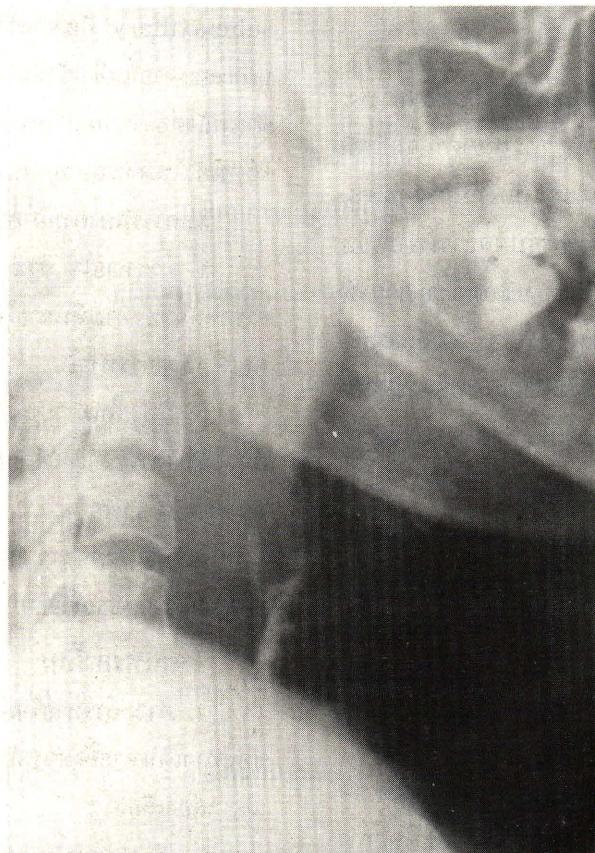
Lateral soft tissue of neck x-ray shows thickening of prevertebral soft tissue and straightening of cervical spine
